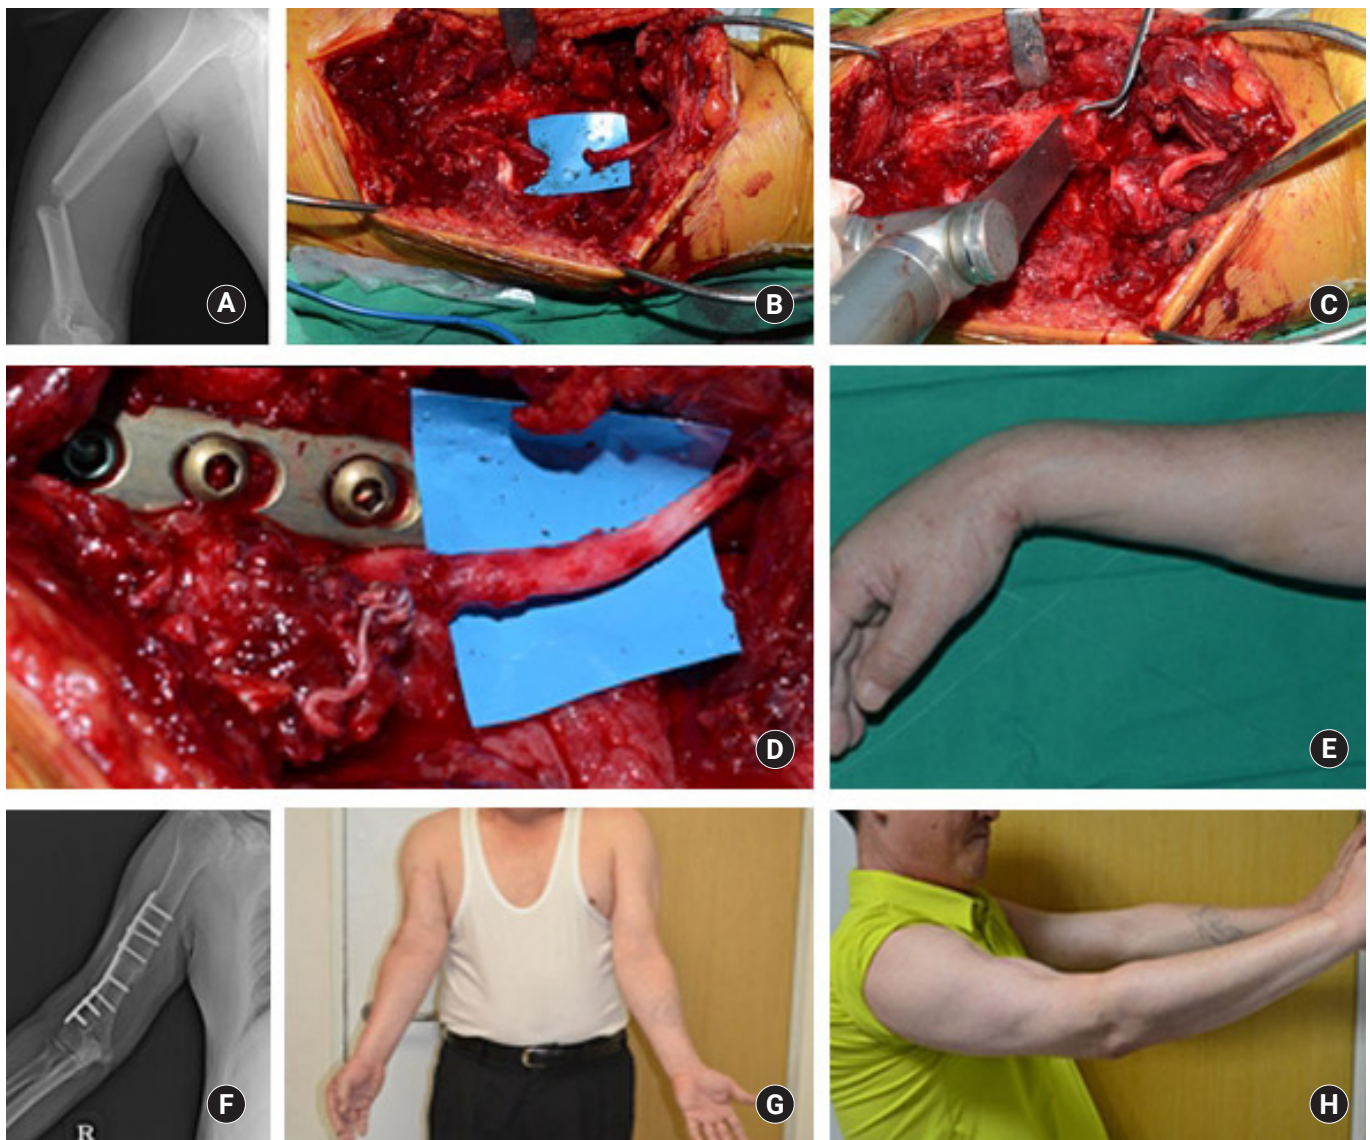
A 48-year-old male patient with transverse fracture of mid-distal humeral shaft and radial nerve palsy after pedestrian injury. (A) Preoperative radiograph. (B) Intraoperative inspection of the radial nerve shows complete transection. (C) Shortening of the humerus shaft for approximating injured nerve ends. (D) Direct repair of radial nerve. (E) Immediate postoperative wrist extension and finger extension of metacarpophalangeal joint showing motor grade 0. (F) Postoperative radiograph, demonstrating union of the humerus shaft. (G) Gross appearance of shortened right upper arm. (H) Recovery of wrist and finger extension 16 months after surgery.
